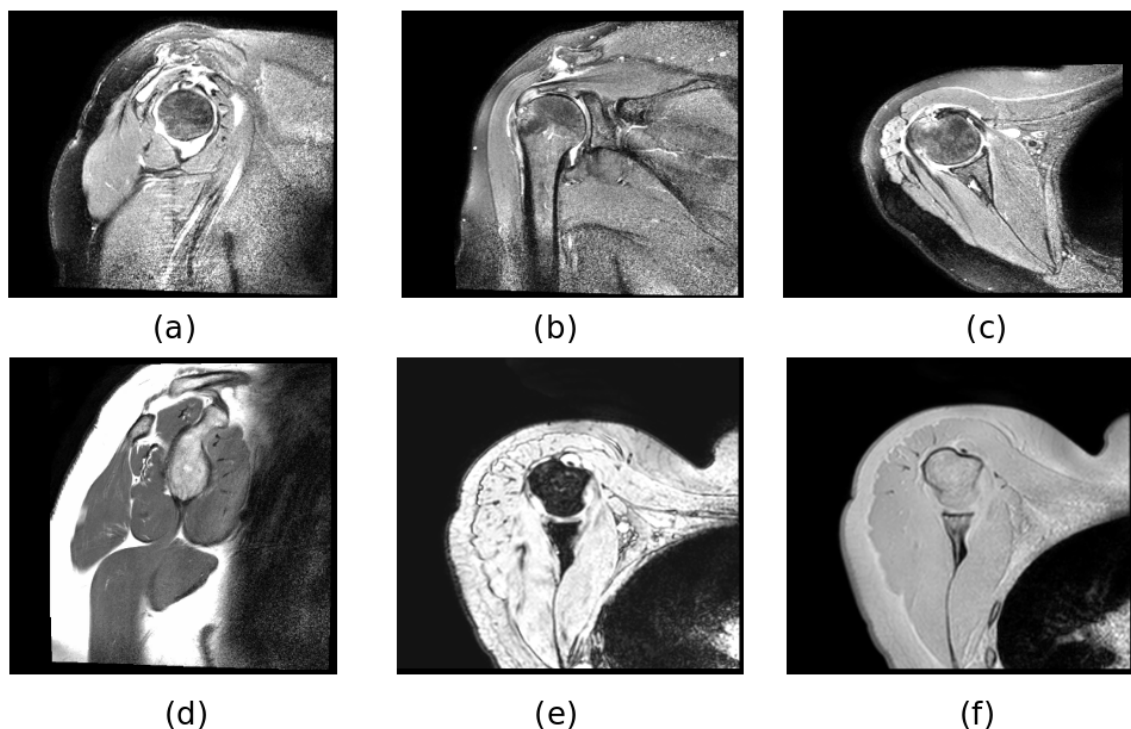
Exemple d’acquisitions IRM de la base de données *Epaule*. (a), (b) et (c) IRM pondérée T2 coupe sagittale, frontale et transverse, (d) IRM pondérée T1 coupe sagittale, (e) IRM Dixon echo 8, (f) IRM Dixon echo 1.
